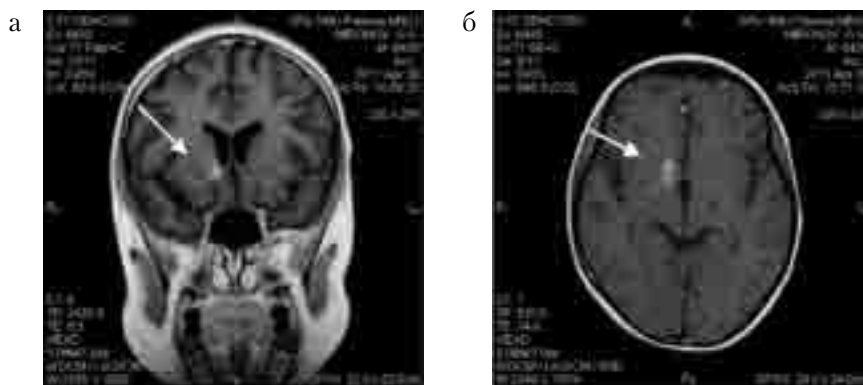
Мальчик М., 11 лет, МРТ головного мозга с контрастом на 84-е сутки заболевания: а, б – T1ВИ+контраст. Повышение сигнала в области головки хвостатого ядра и внутренней капсулы справа (указано стрелкой)
